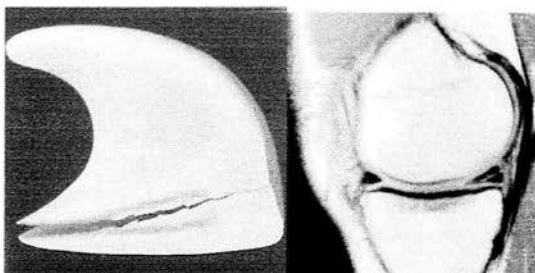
Ilustración con lesión horizontal iniciando del borde libre extendiéndose hacia el borde fijo y más estable del menisco, RM con lesión horizontal de menisco medial con extensión a la superficie libre articular.
